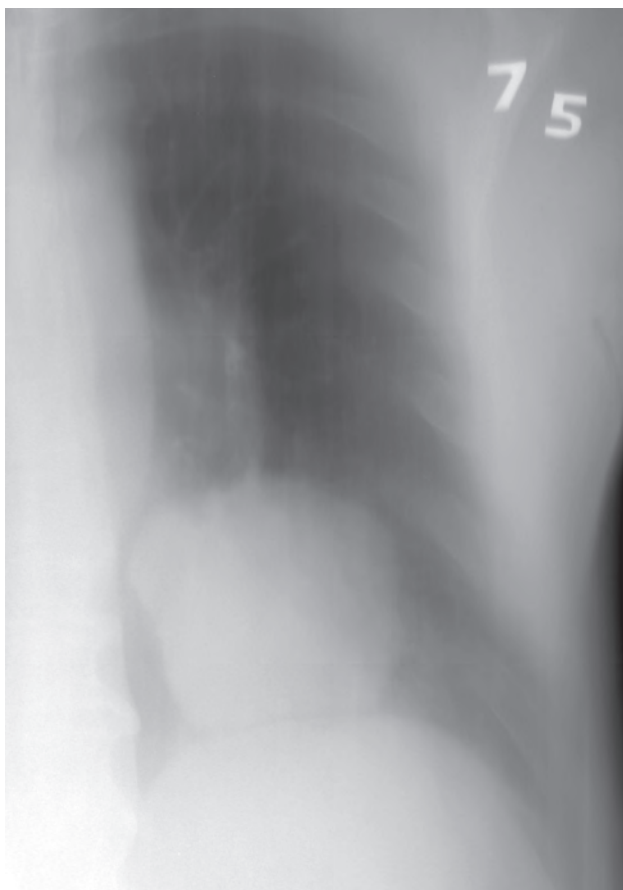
Линейная томограмма левого легкого. Новообразование нижней доли левого легкого
